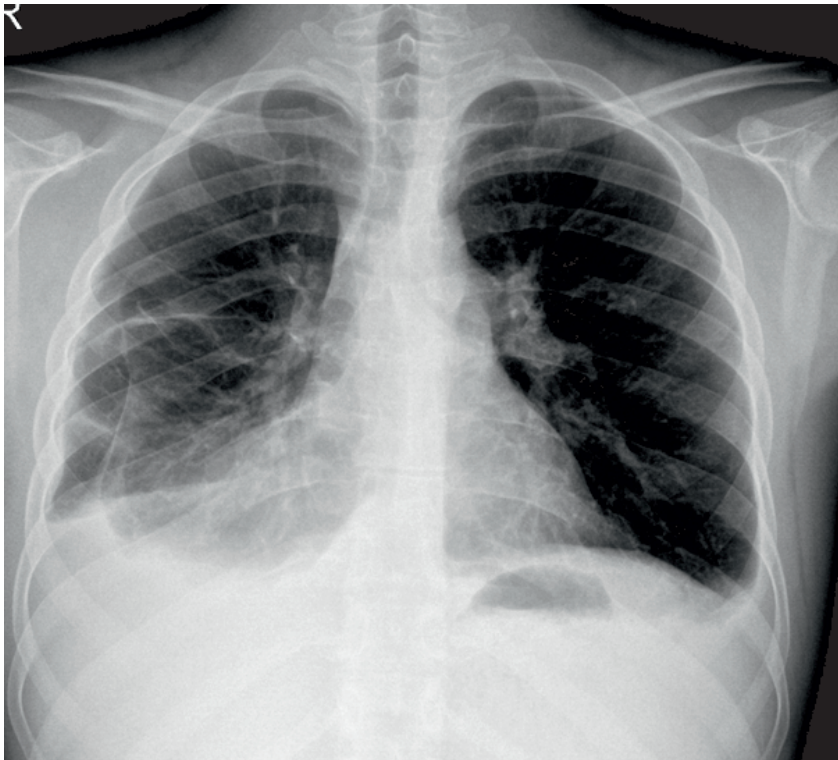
Posterior-anterior (PA) chest X-ray of the patient
